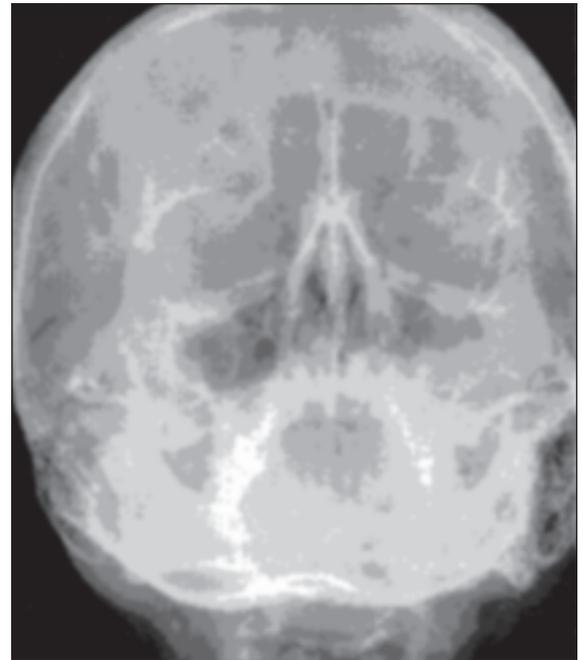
Radiografía en proyección Waters donde se aprecia claramente afectación de seno maxilar izquierdo.
